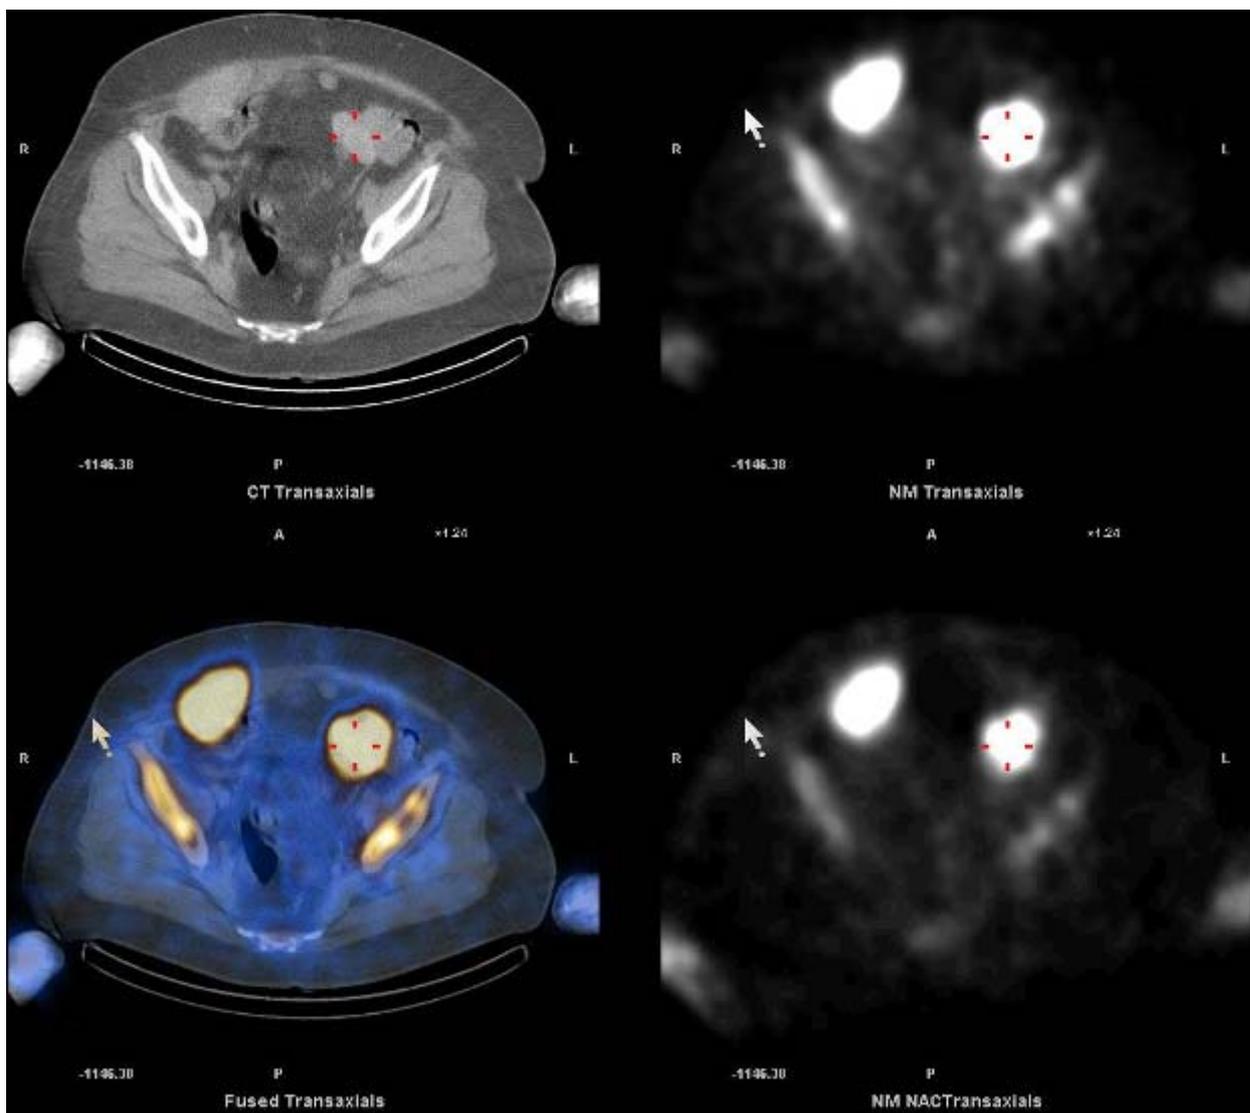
Пациентка, 61 год. ОФЭКТ/КТ (в аксиальной плоскости). В правой и левой подвздошной области визуализируются гиперденсивные образования, врастающие в петли кишки и брюшную стенку. Образования интенсивно накапливает радиофармпрепарат.
